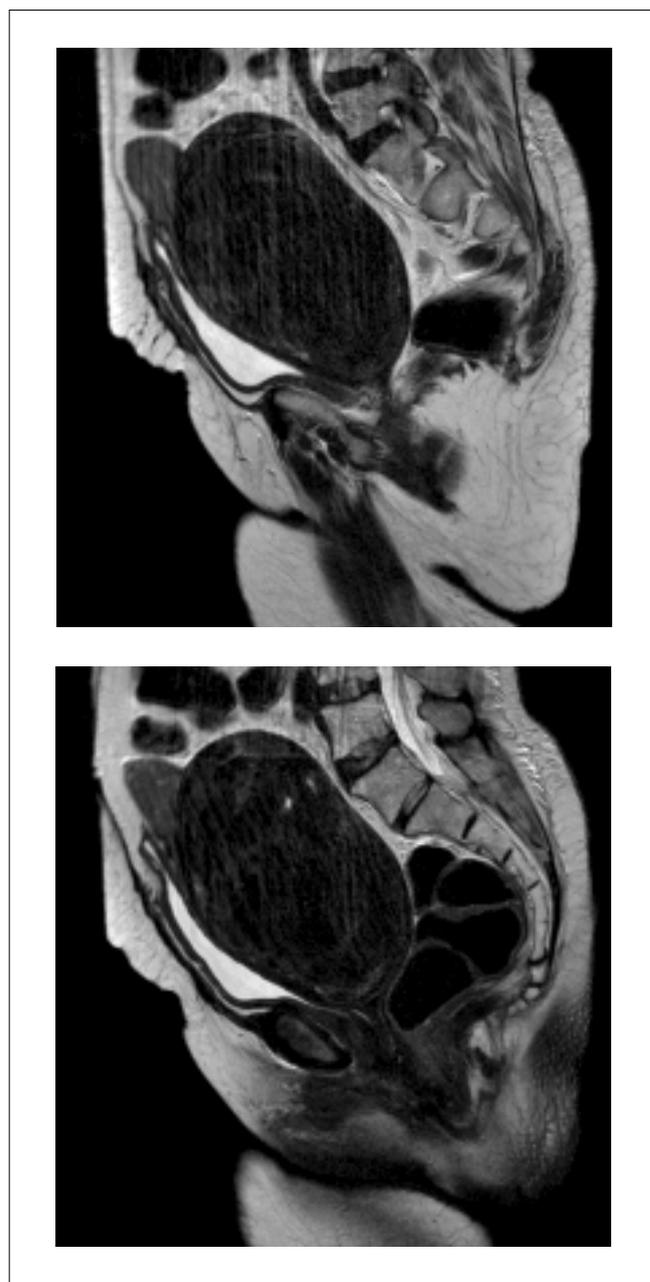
Ressonância magnética mostrando leiomoma cervical extenso comprimindo bexiga, alças intestinais, sem compressão ureteral.
